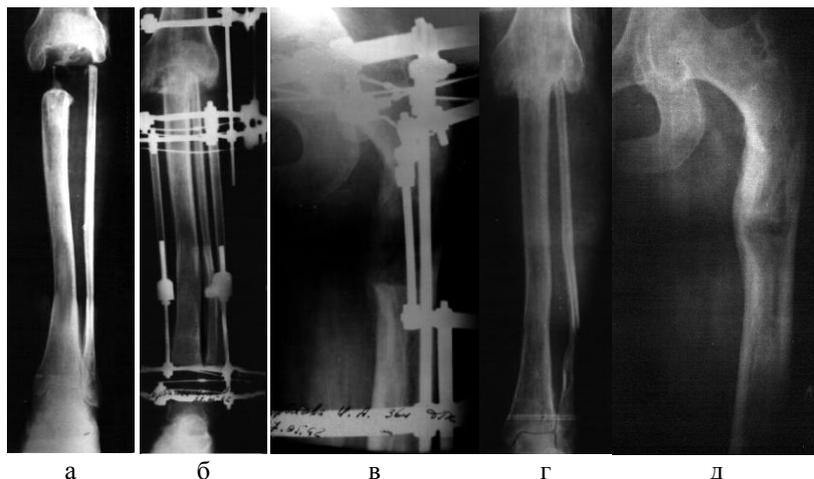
Рентгенограммы больной Г.: а) до лечения, б, в) в процессе лечения, г, д) после лечения.
